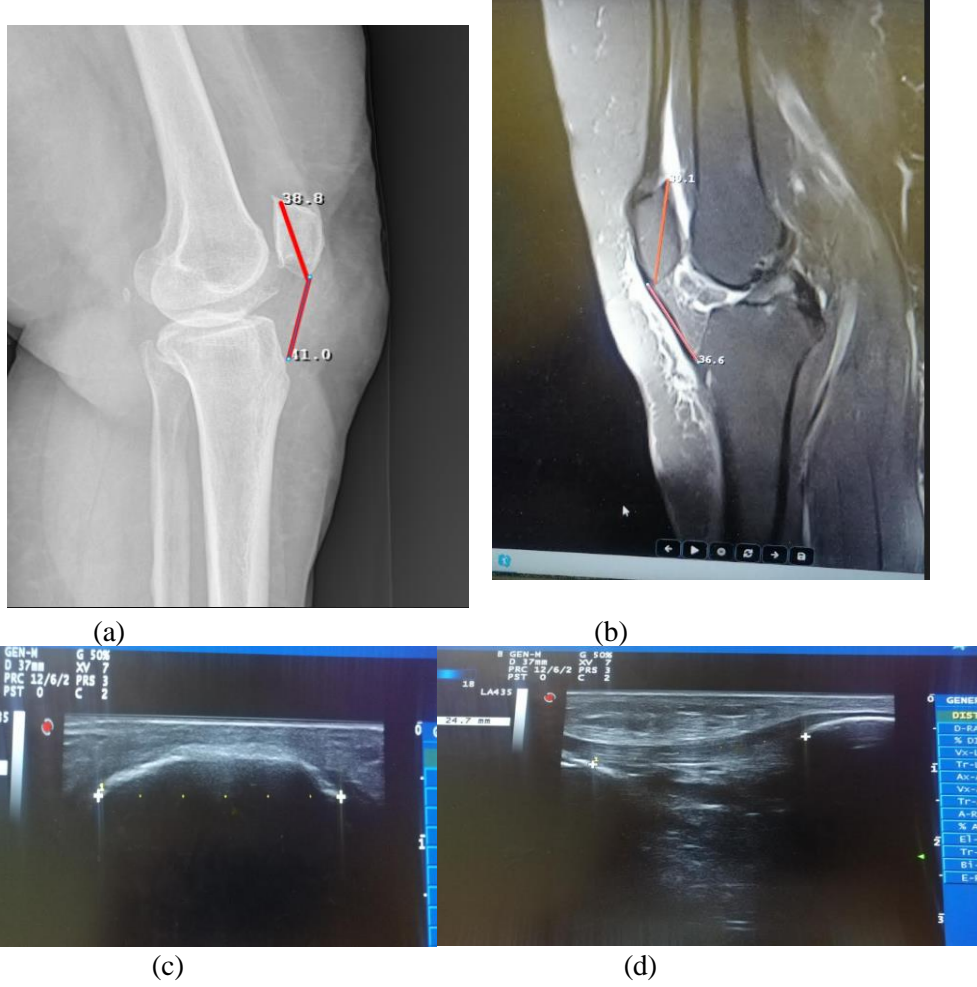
IS index measurement a) X-ray lateral knee radiography, b) knee-MRI (midsagittal turbo spin T2), c) US measurement image of the patella, and d) patellar tendon.
